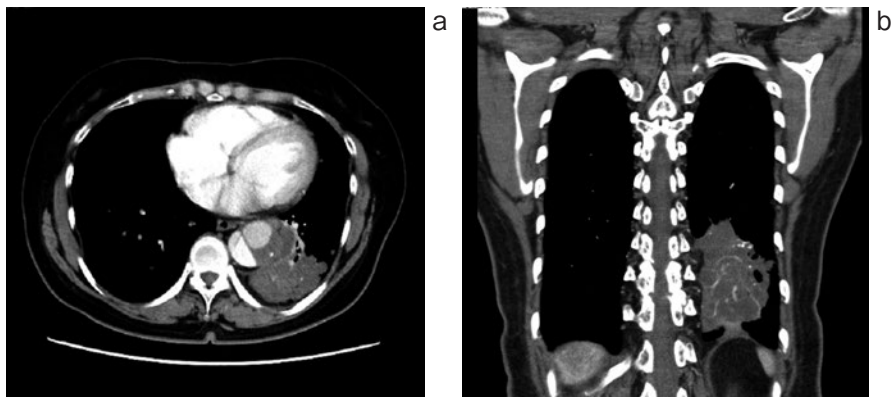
入院時胸部造影CT. (a) 水平断, (b) 冠状断. 左下葉の下行大動脈近傍に長径9.5 cmの造影効果不良な塊状腫瘤影を認める. 腫瘤内部には空洞と明瞭な血管影 (CT アンギオグラムサイン) がみられる. 下行大動脈は解離により偽腔が開存している.
